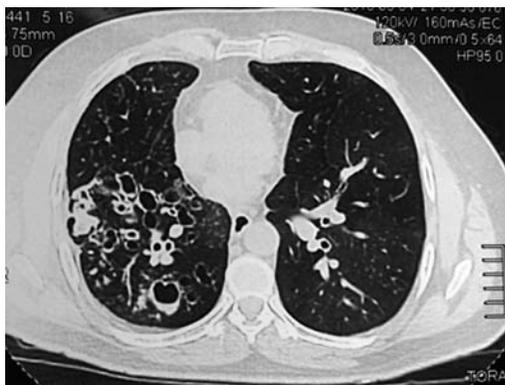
TAC de tórax donde se aprecian extensas bronquiectasias quísticas en LSD, algunas de ellas presentan con impactos mucosos o nivel hidroaéreo.
